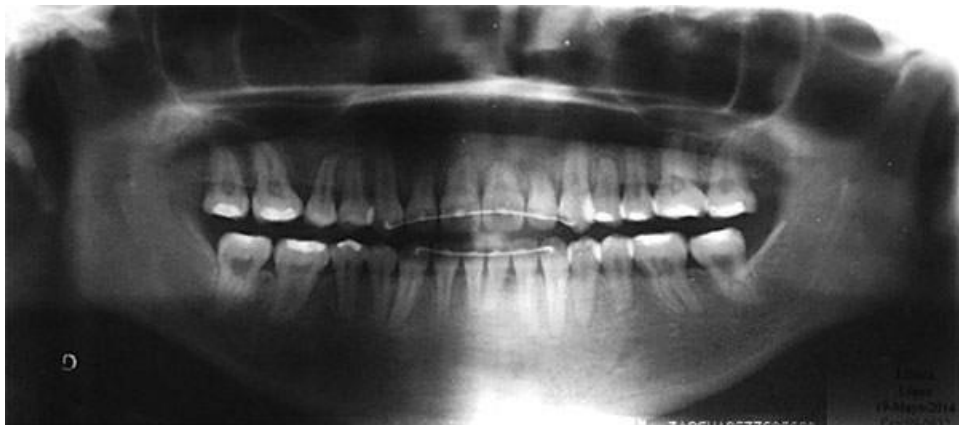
Ortopantomografía final. ⁽⁴⁰⁾
